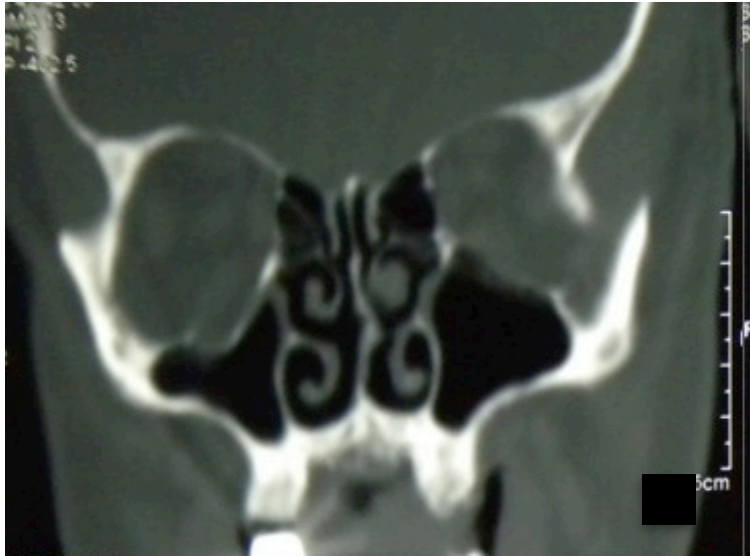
TC post-operatoria: sezione coronale.
